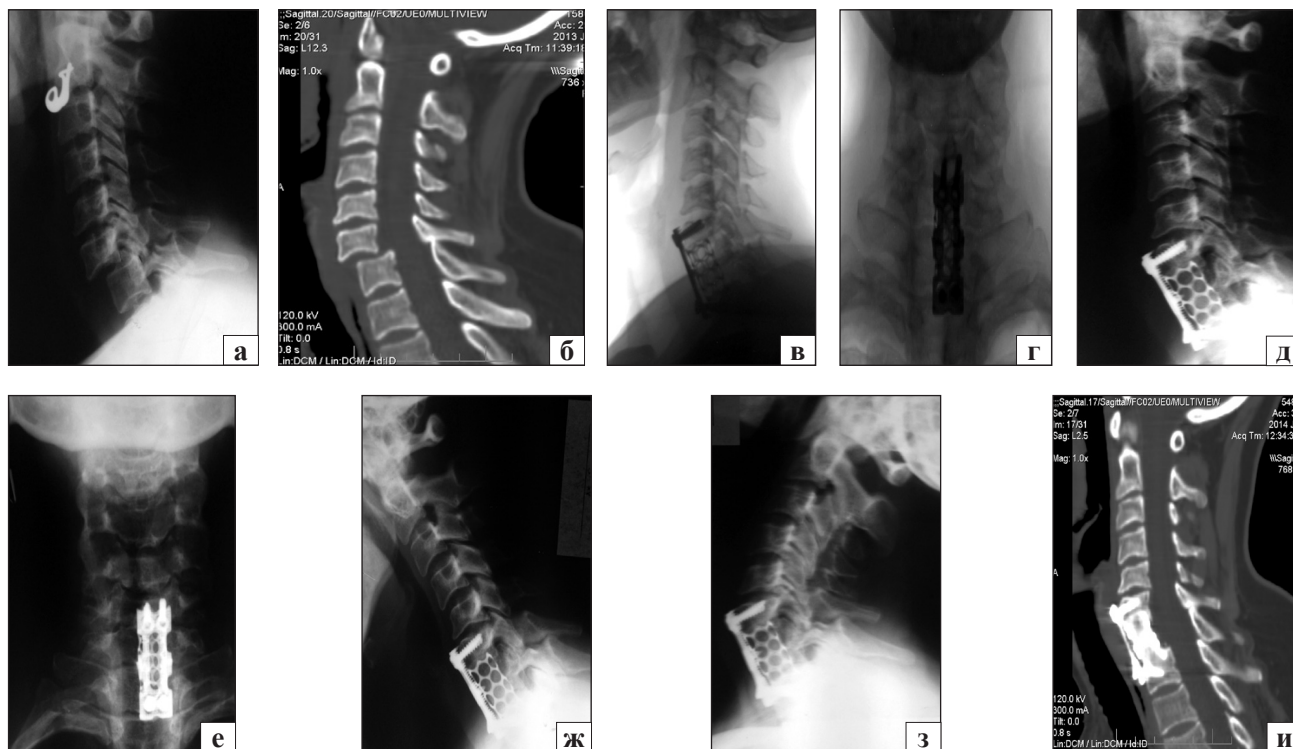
Рентгенограммы и компьютерные томограммы больной Г., 45 лет, с травмой ШОП: боковая проекция (а) и компьютерная томограмма в сагиттальной плоскости (б) до операции; боковая (в) и передне-задняя (г) проекции после операции; боковая (д), передне-задняя (е) проекции, боковая с функциональной нагрузкой (ж, з) и компьютерная томограмма в сагиттальной плоскости (и) через 1 год после операции
